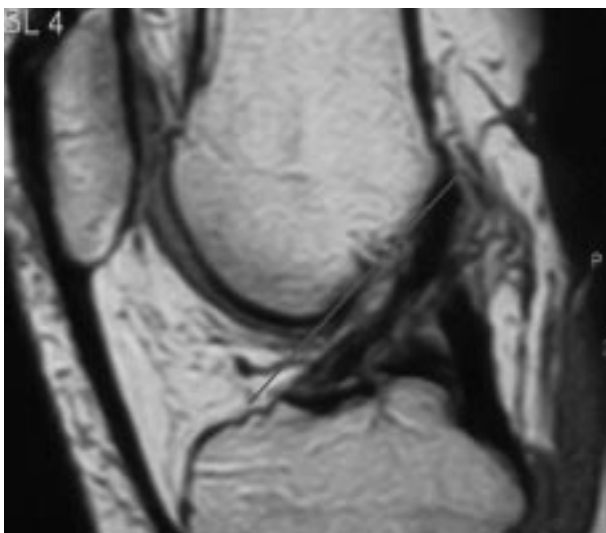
LCAE cicatrisé parallèle à la ligne de Blumensaat à l'IRM.
